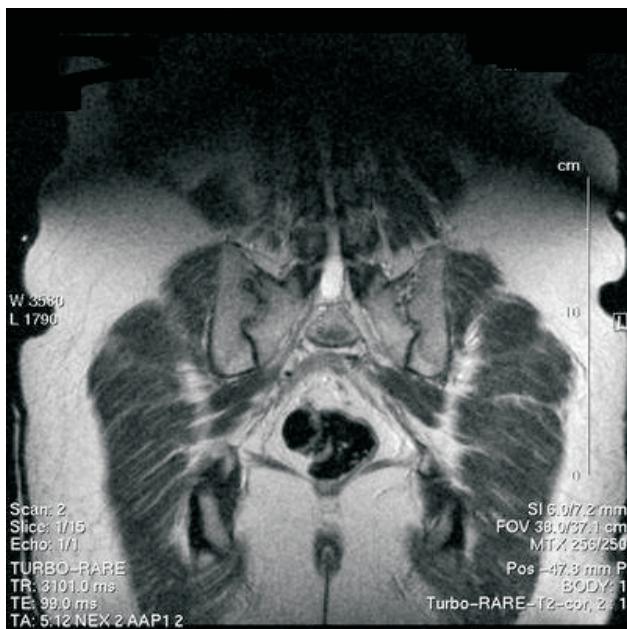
МРТ при болезни Ормонда.
